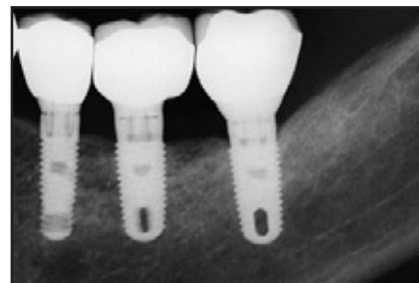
Abschließendes Röntgenbild.
